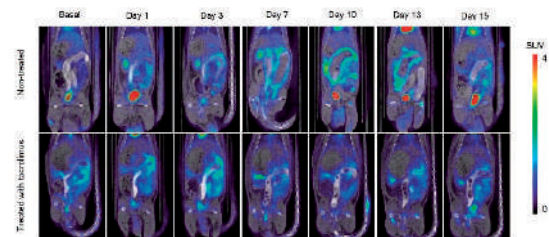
Imágenes de PET / CT fusionadas a lo largo del tiempo de animales tratados y no tratados.
